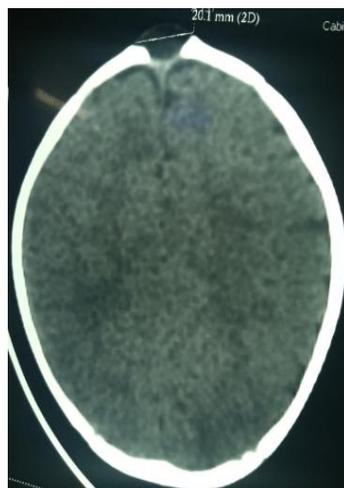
TDM montrant une lésion kystique fontanelle antérieure (coupe axiale)
